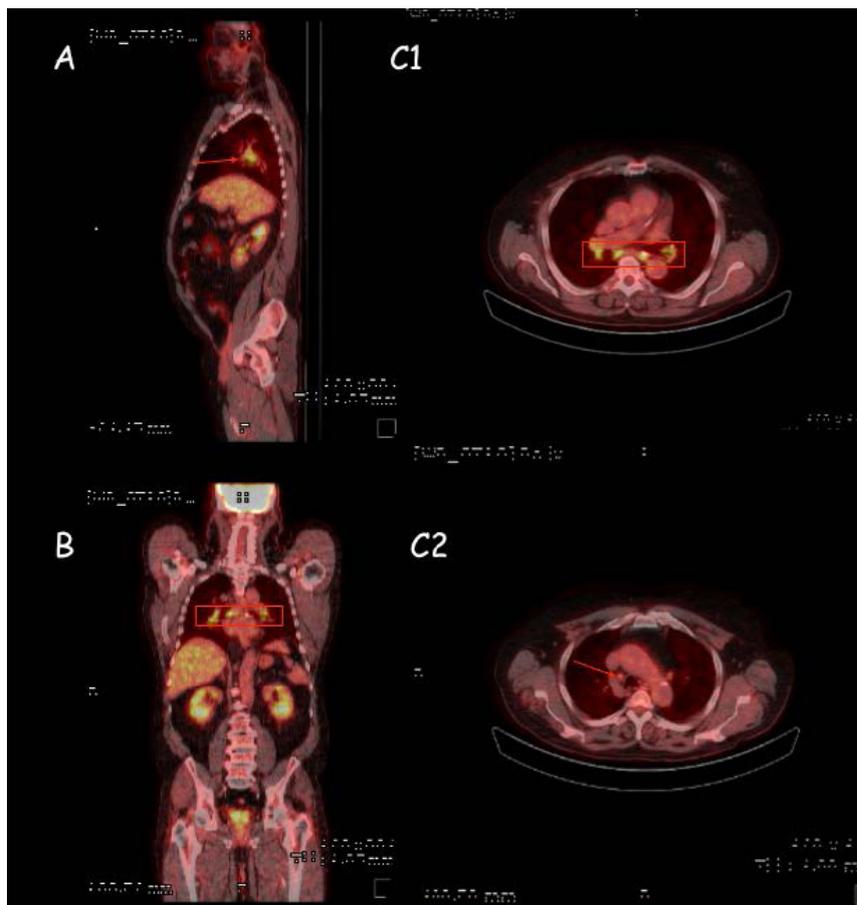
Foyers ganglionnaires modérément à intensément hyperfixants para-trachéal inférieur droit, sous-carinaire, sous la bronche souche gauche et hilaires pulmonaires gauches. Foyers hilaires pulmonaires droits modérément hyperfixants. PET/scanneur corps entier (A : coupe sagittale, B : coupe frontale, C1 et C2 : coupes axiales).
